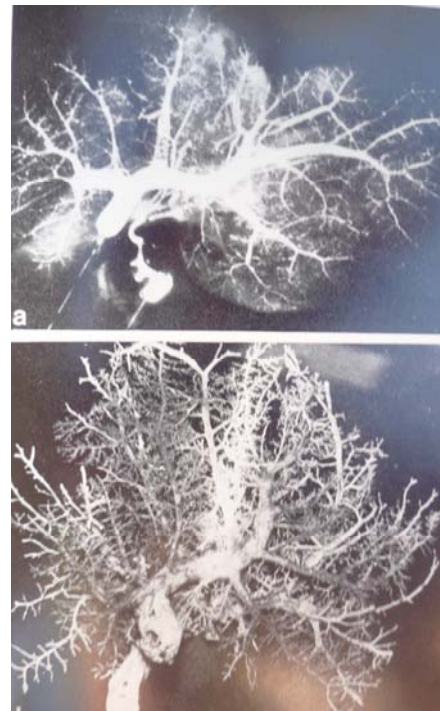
Trajet intra-hépatique de la veine porte. En haut : opacification radiographique. En bas : moulage au plexiglas.
